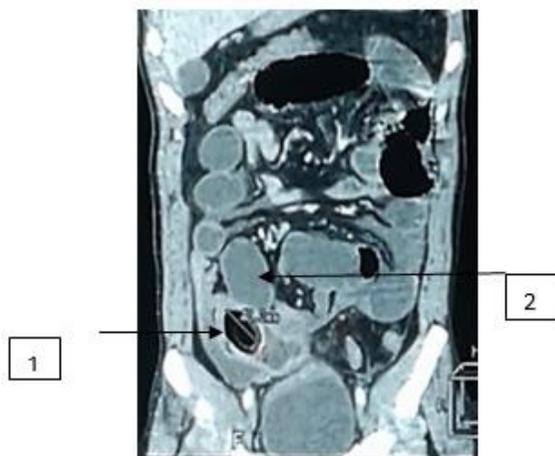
TDM abdomino-pelvienne, coupe coronale, (1) : masse, (2) : anse iléale dilatée.
